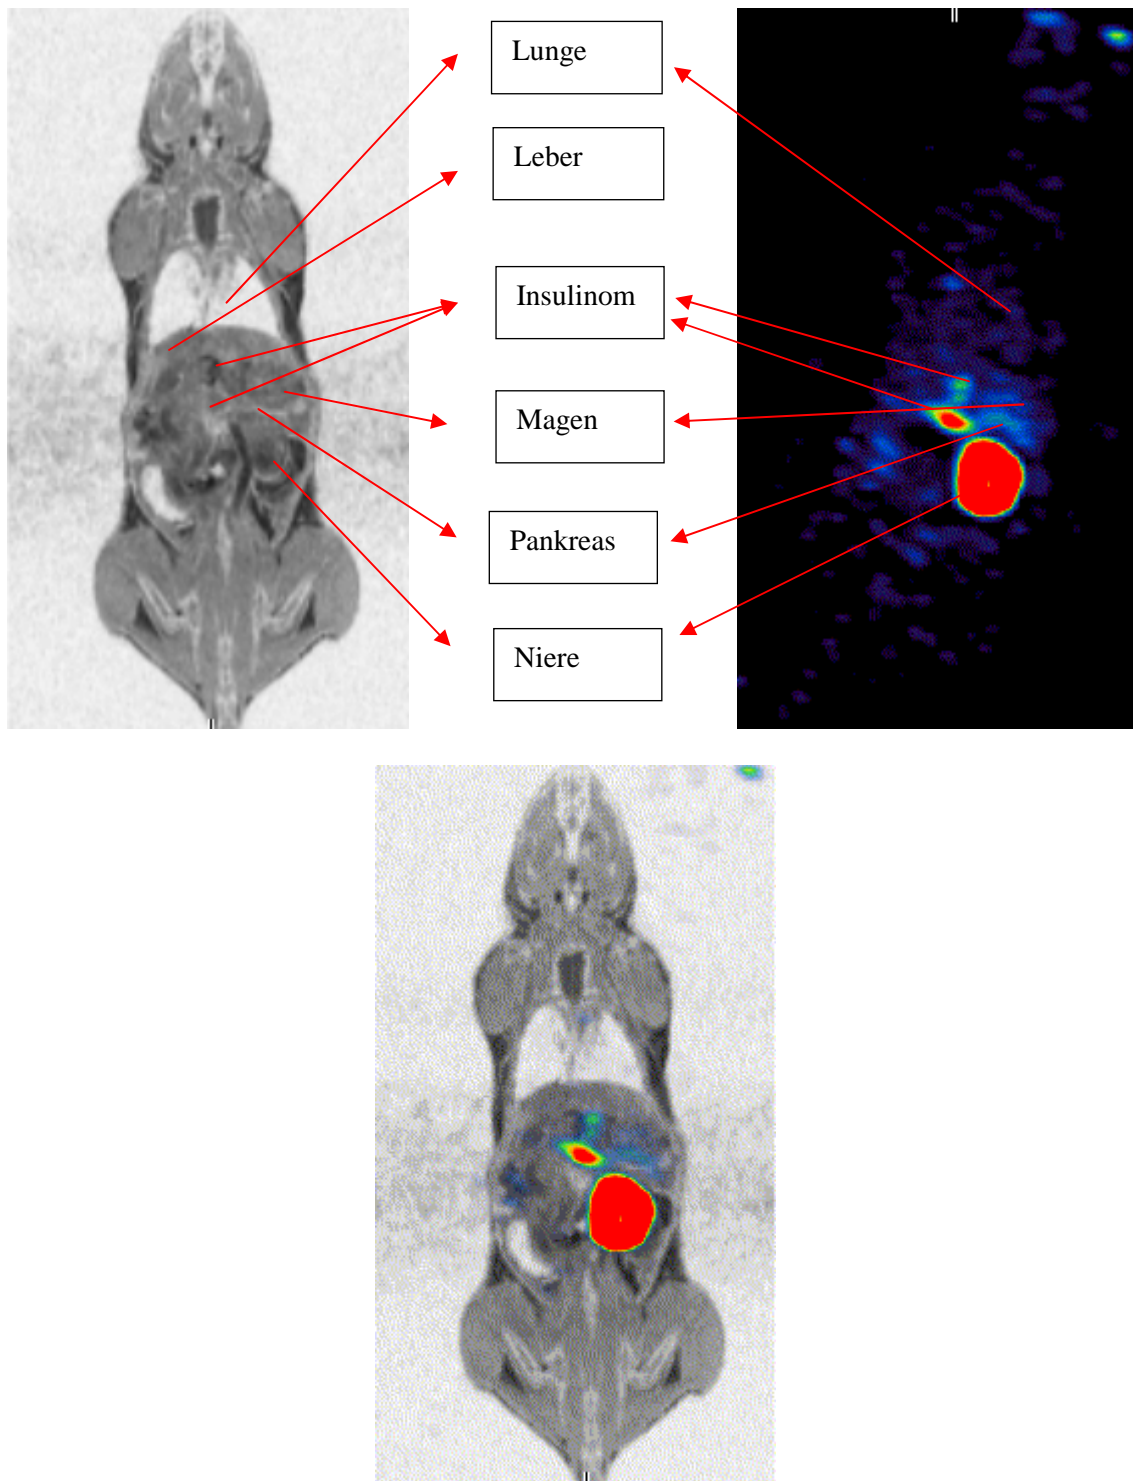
Coronare Schnittführungen von MRT, SPECT, Fusion (t= 4h)
